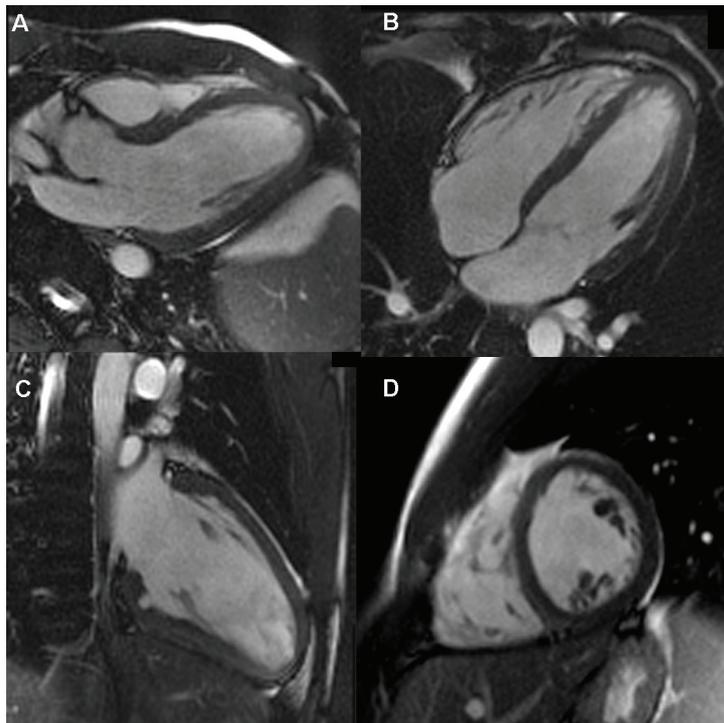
Imagem de cine-ressonância em diástole demonstrando a alta definição do bordo endocárdico da cavidade cardíaca. A) corte apical 3 câmaras. B) corte apical 4 câmaras. C) corte apical 2 câmaras. D) eixo curto do VE ao nível dos músculos papilares
